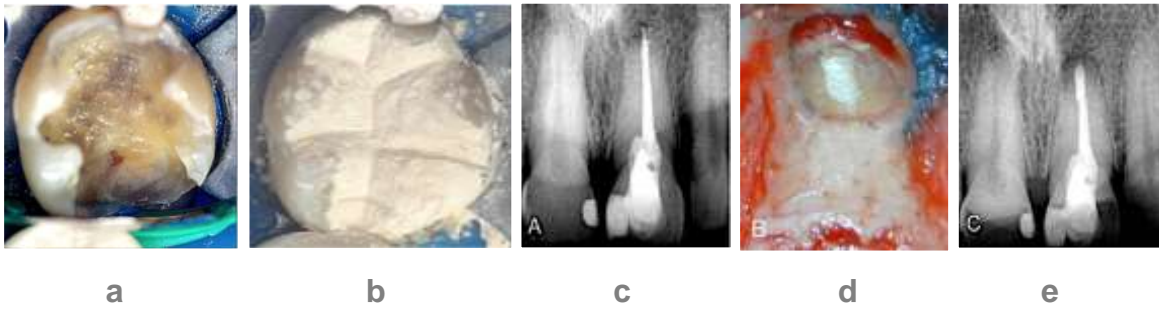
(a) Comunicación pulpar, (b) Colocación de Biodentine, (c) Conducto sobre obturado, (d) Obturación retrograda, (e) Radiografía de obturación final.
